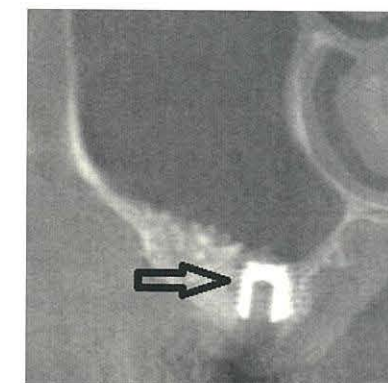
Computed tomograph after four months
